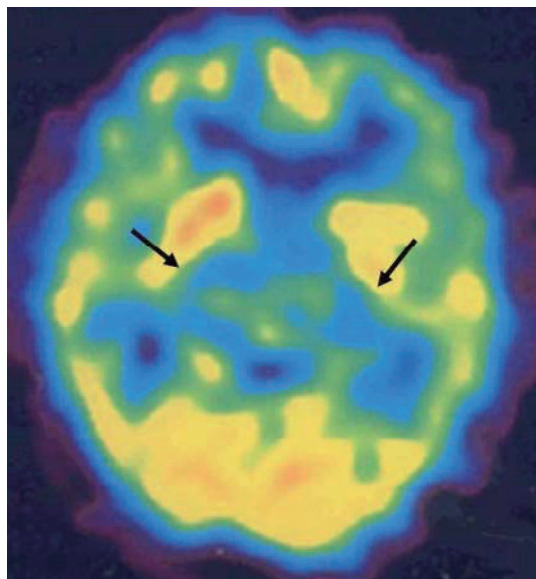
SPECT of MM2 thalamic form of sporadic CJD. Cerebral blood flow (CBF) study using SPECT showed reduction of the CBF in the thalamus as well as the cerebral cortex (provided by Dr. Yusei Shiga of Aoba Neurosurgery Hospital).
